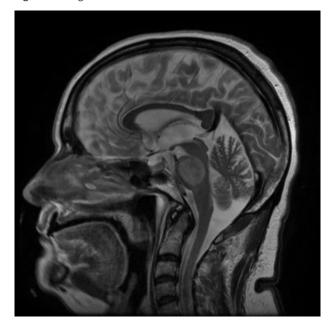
Imagem em T2 de RNM (FLAIR).
